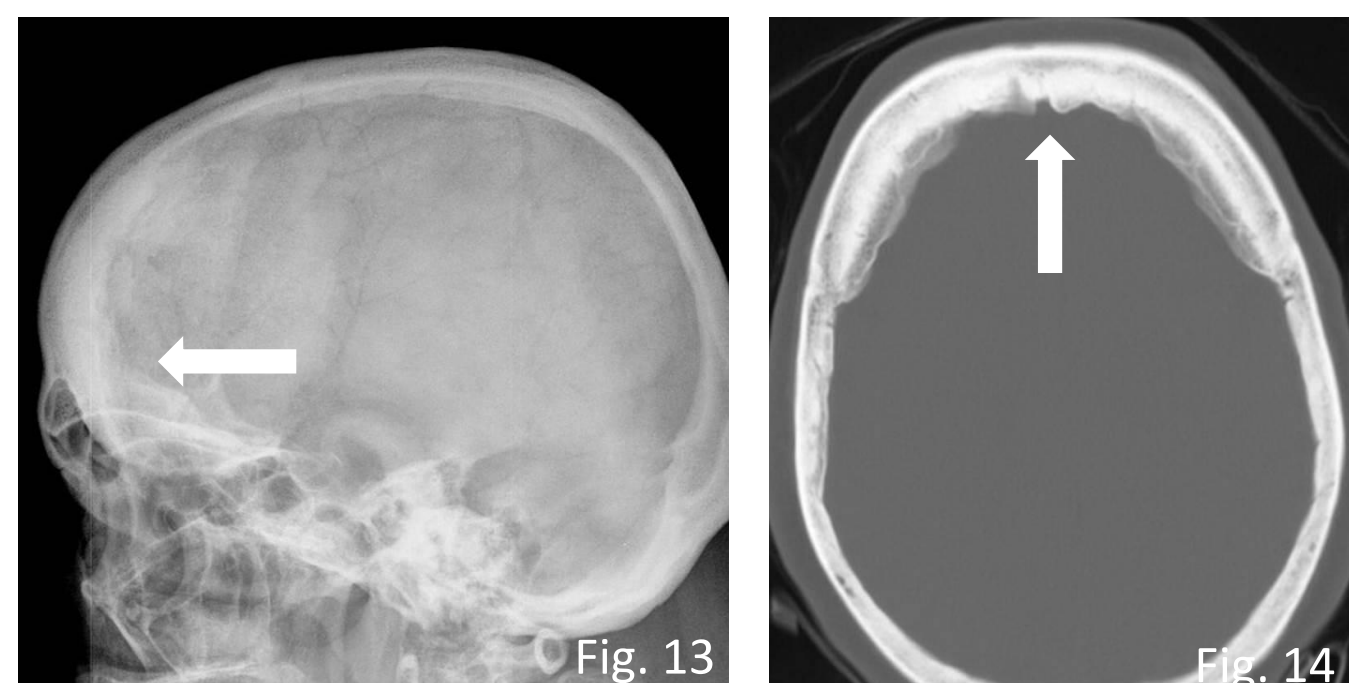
Radiografia de crânio (incidência lateral) demonstrando hiperostose do osso frontal compatível com hiperostose frontal interna. Fig.14: TC de crânio em janela de osso do mesmo doente da figura anterior comprovando a hiperostose do osso frontal.
